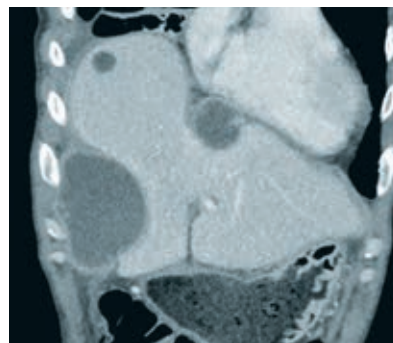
CT-Thorax/Abdomen (mit KM, koronar) mit Abszessdarstellung in den Lebersegmenten IVa, V, VII und VIII
